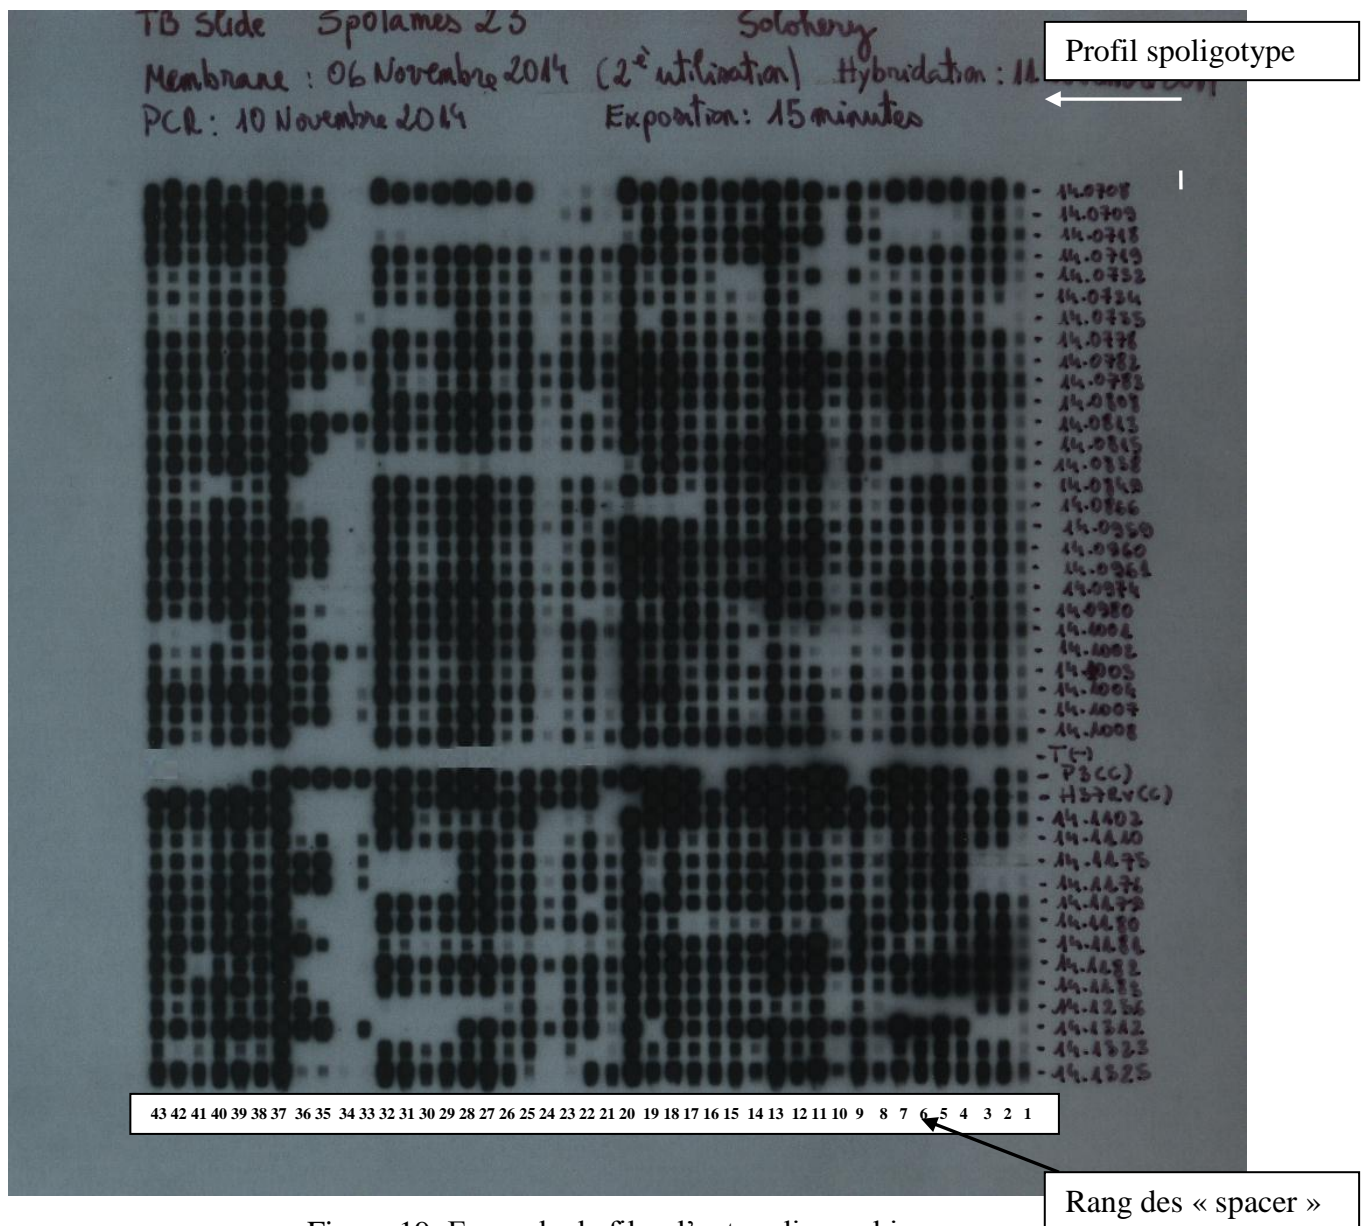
Exemple de film d'autoradiographie.
